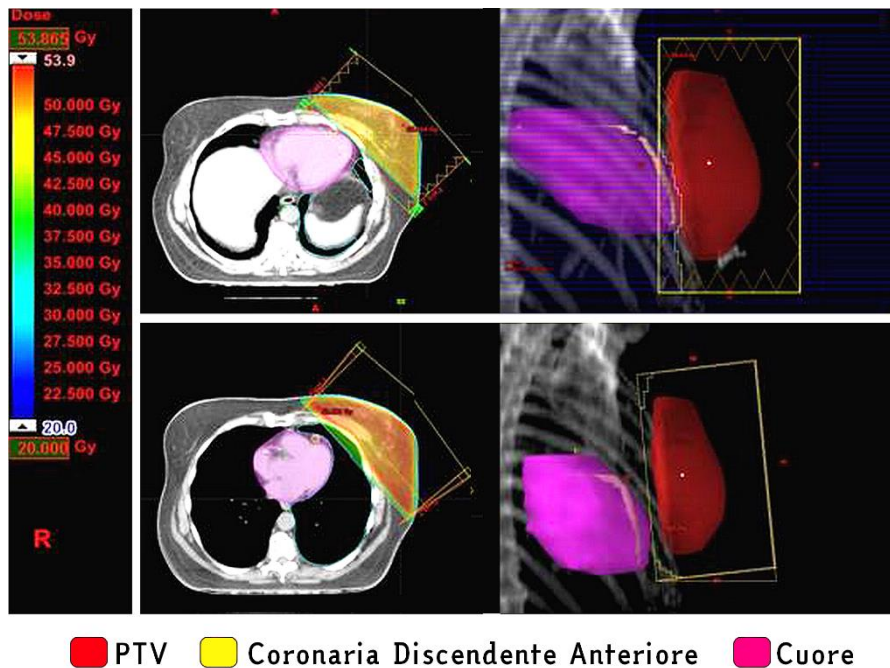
immagini assiali TC e immagini BEV (Beam Eye View) di un trattamento standard (sopra) e di un trattamento eseguito con Breath Hold Gating (sotto)
